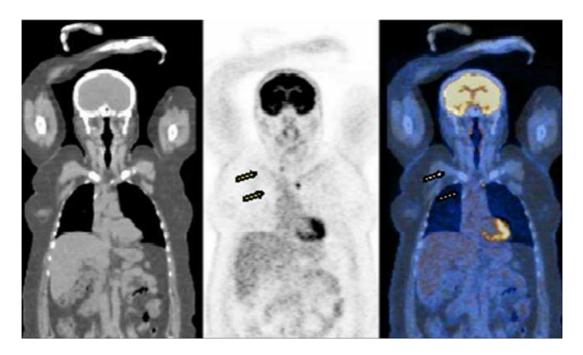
Hybridní SPECT/CT a zejména PET/CT systémy představují obrovský diagnostický potenciál moderní medicíny. Velmi přesně kombinují kvalitní zobrazení anatomických struktur (rentgenové CT) se zobrazením funkce, resp. biologické aktivity (SPECT/PET) vyšetřovaného objektu/oblasti.
